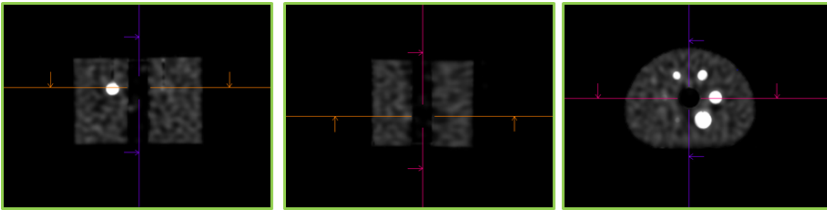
VOI que engloba la imagen SPECT para determinar el número de cuentas totales registradas en la misma. Las imágenes se corresponden con la GEO-06
